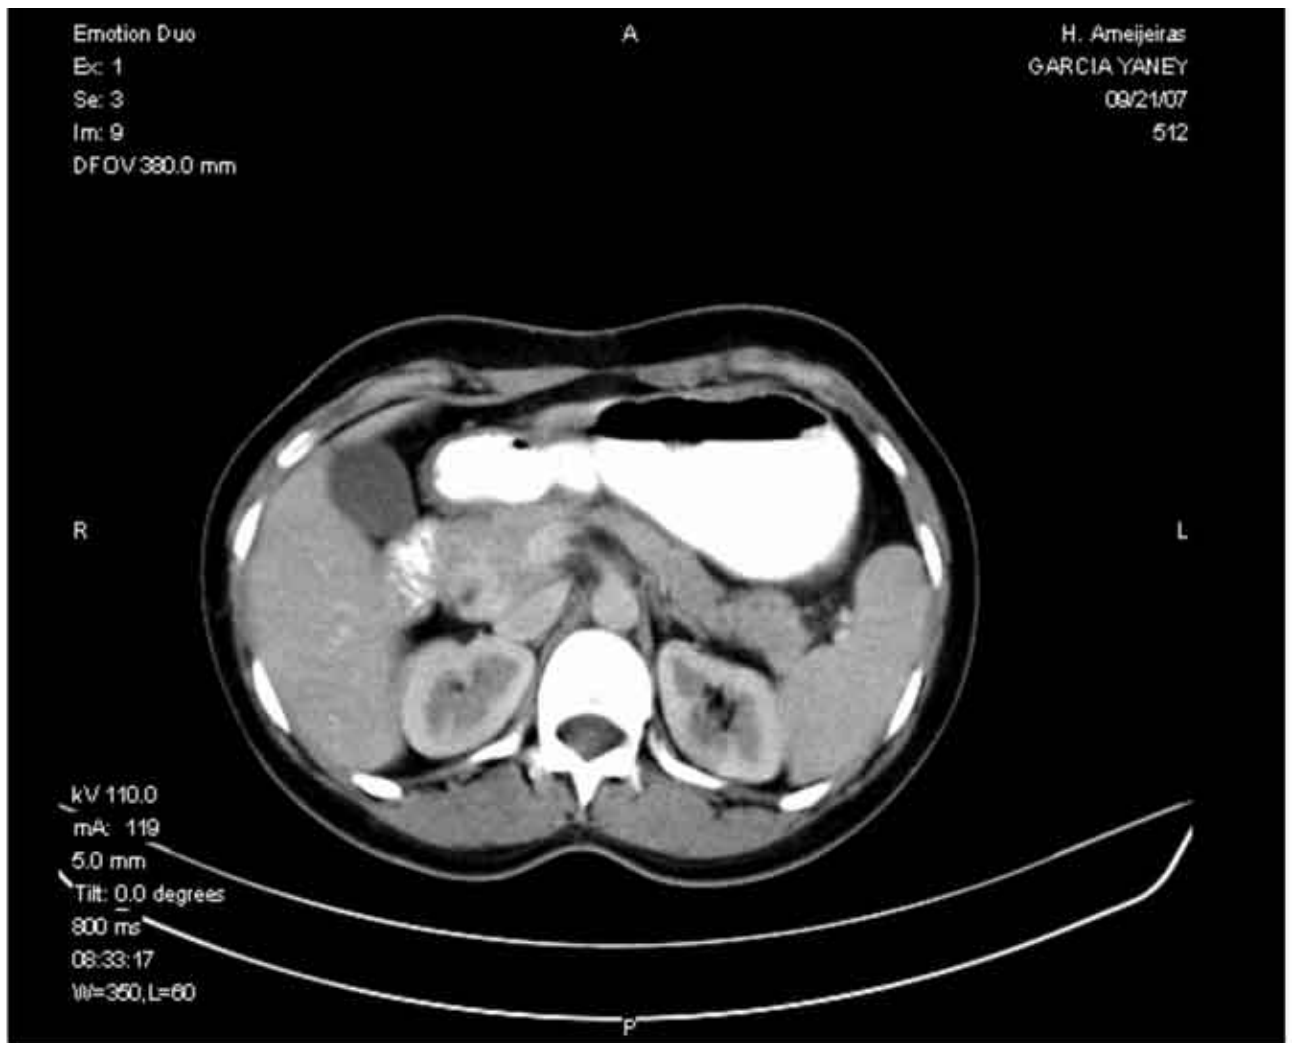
TAC abdominal con contraste oral y EV confirmó la existencia de aumento de tamaño de la cabeza del páncreas con presencia de un nódulo con área central hipodensa.
